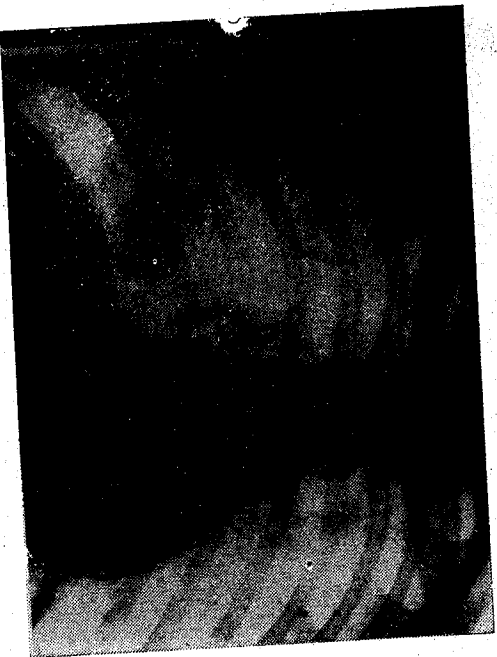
Radiografi direkte e toraksit. Vihet re hijs e një ciste bilobare të komplikuar në bazën e mushkërisë së djathtë. Një tjetër imazh kavitari i një ciste në lobiin e sipërm po t'asaj ane.
